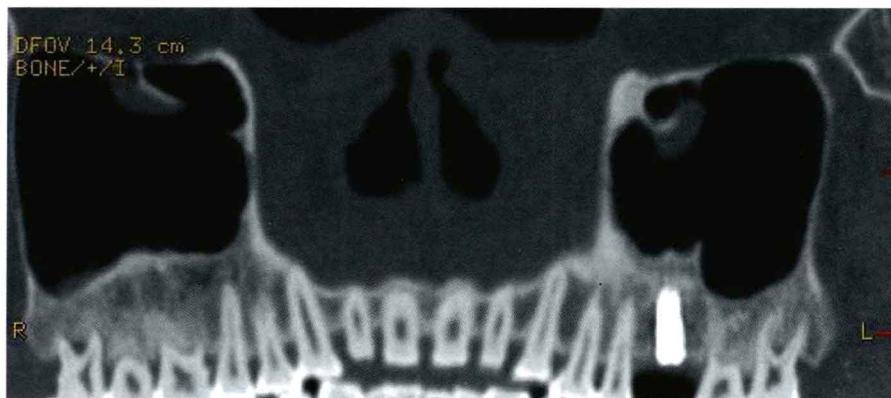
上颌窦的CT曲面断层片，显示上颌窦是一个有多个骨壁、四角锥形的空腔，位于上颌骨内
